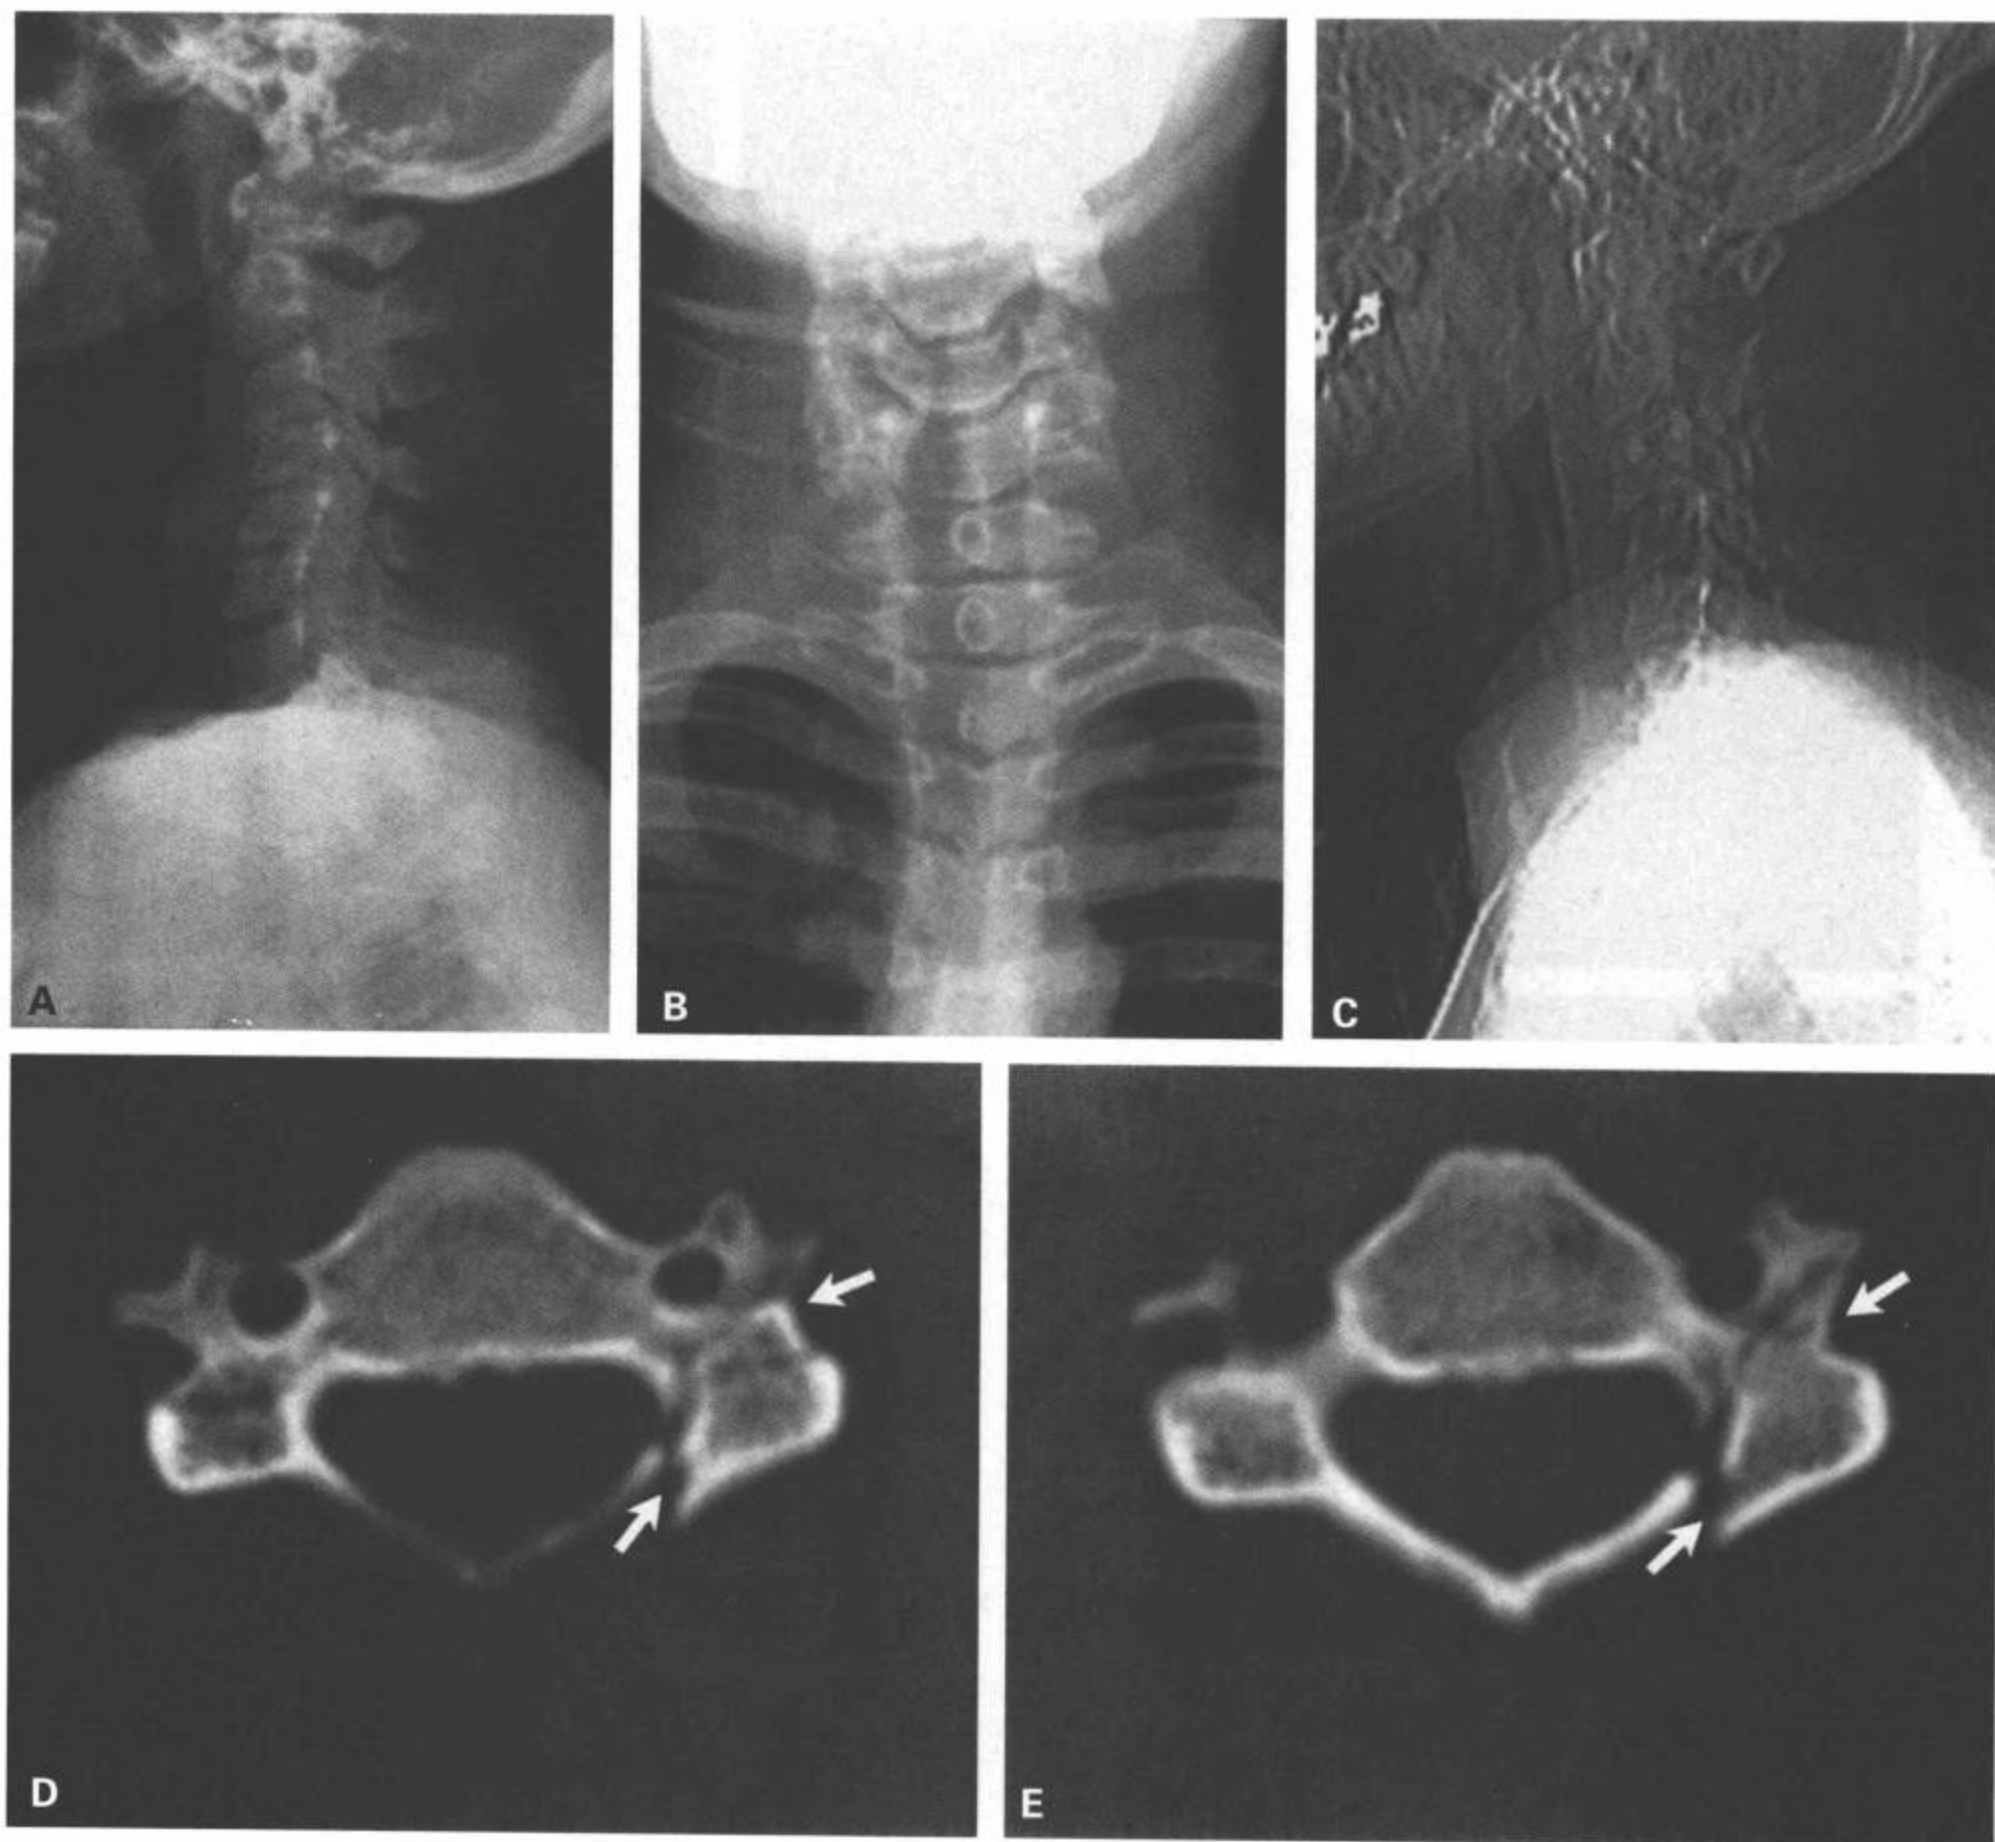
C4左侧椎弓根、椎板和横突粉碎性骨折。从轮椅上跌落的病人。颈椎侧位片(A)和前后位片(B)显示C3-C4水平脊椎后凸畸形,在CT矢状面颈椎定位图上(C)得到确认。通过C4的代表性横断面骨窗图像(D、E、F)显示C4左侧后部结构骨折(箭)。(续)
